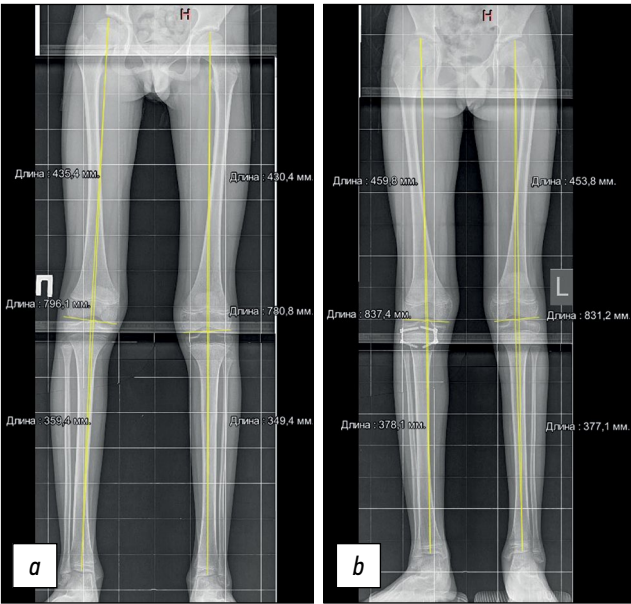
Телерентгенограмма стоя в прямой проекции: *a* — до операции, *b* — перед удалением металлоконструкции, скорость коррекции составила 10 мес.
